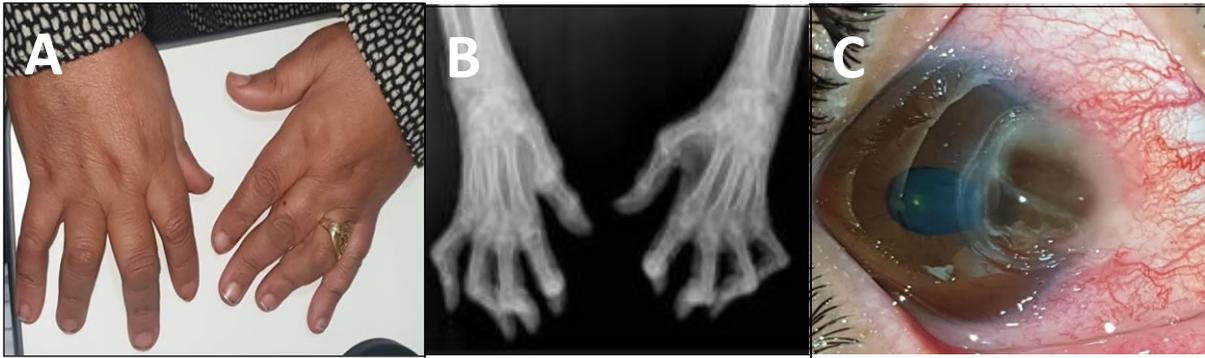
Image clinique (A) et à la radiographie des mains montrant les déformations des articulations au cours de la polyarthrite rhumatoïde (B) chez une patiente ayant un ulcère cornéen limbique inflammatoire perforé (C). IMAGE DU
